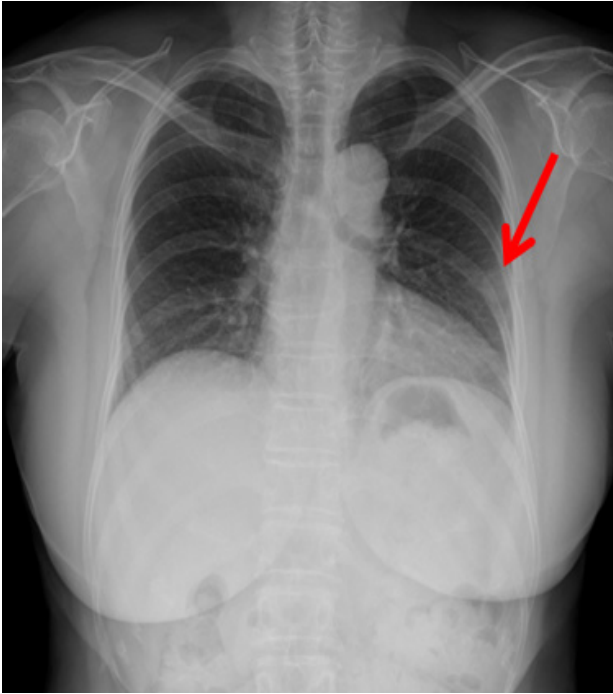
The chest X-ray shows a solitary, well-circumscribed, homogenous, non-calcified, subpleural nodule in the left lower lobe.
